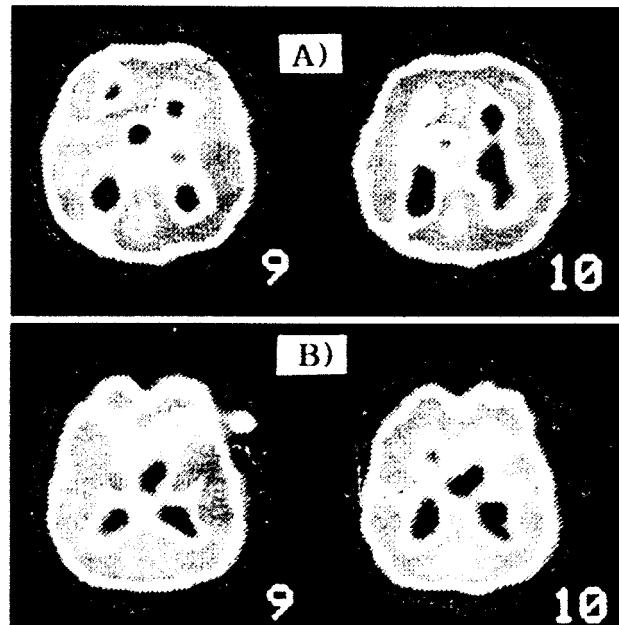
A) There is no evidence of focal or diffuse abnormal uptake in Tc-99m HMPAO brain SPECT during interictal period, but B) abnormal hot uptake was found in occipital area during ictal period.
